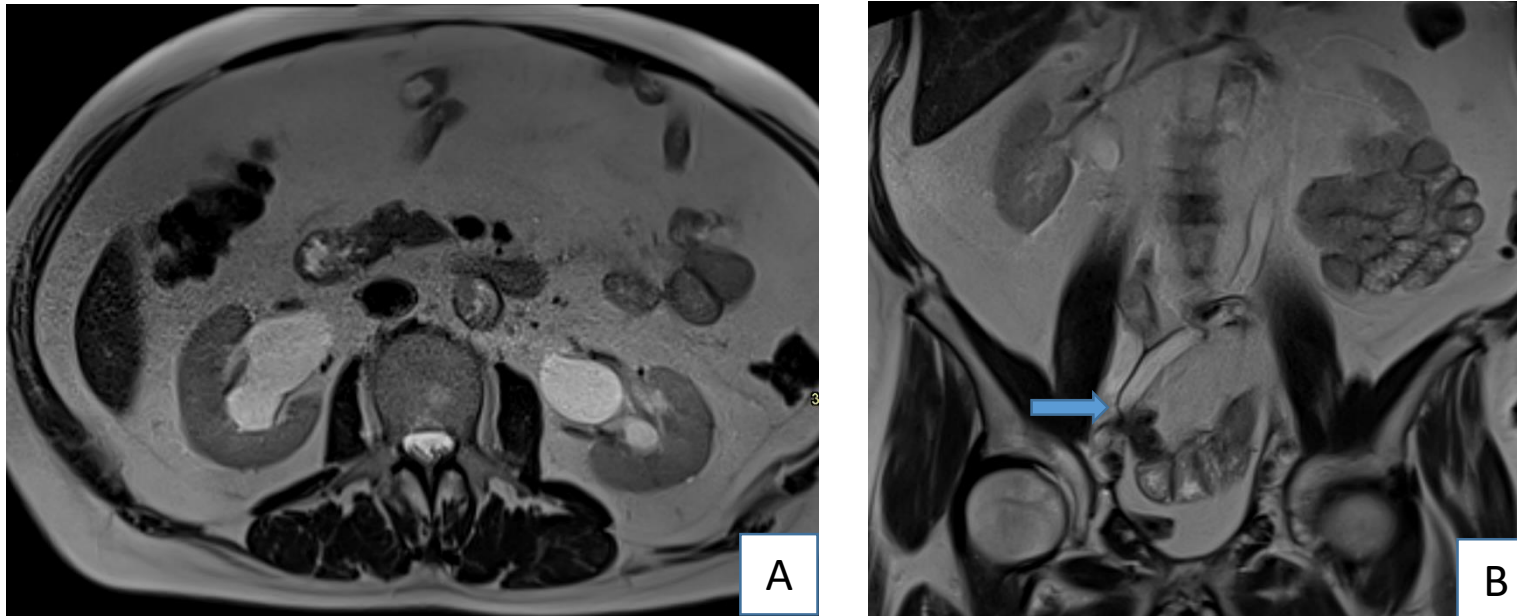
Paciente intervenido de cistectomía radical con reconstrucción tipo Bricker hace 1 año. RM secuencia T2 en planos axial (A) y coronal (B) en la que se objetiva dilatación ureteropielocalicial bilateral de nueva aparición con dilatación de ambos uréteres hasta la anastomosis ureteroileal (flecha).
